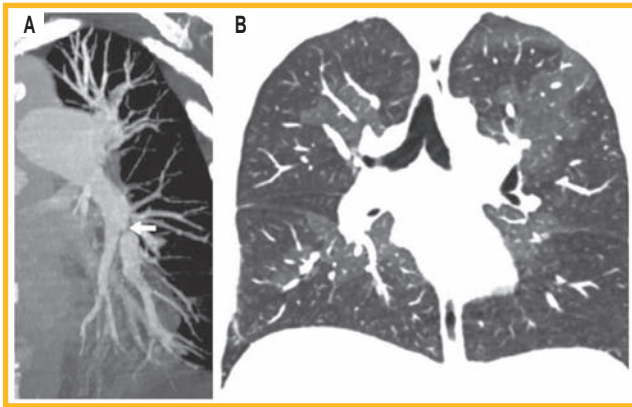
Фронтальная компьютерно-томографическая ангиопульмонограмма: А – стеноз сегментарного сосуда и постстенотическая дилатация в левой нижней доле у пациента с хронической тромбоземболической легочной гипертензией (стрелка); В – мозаичное ослабление сигнала (легочный режим)
